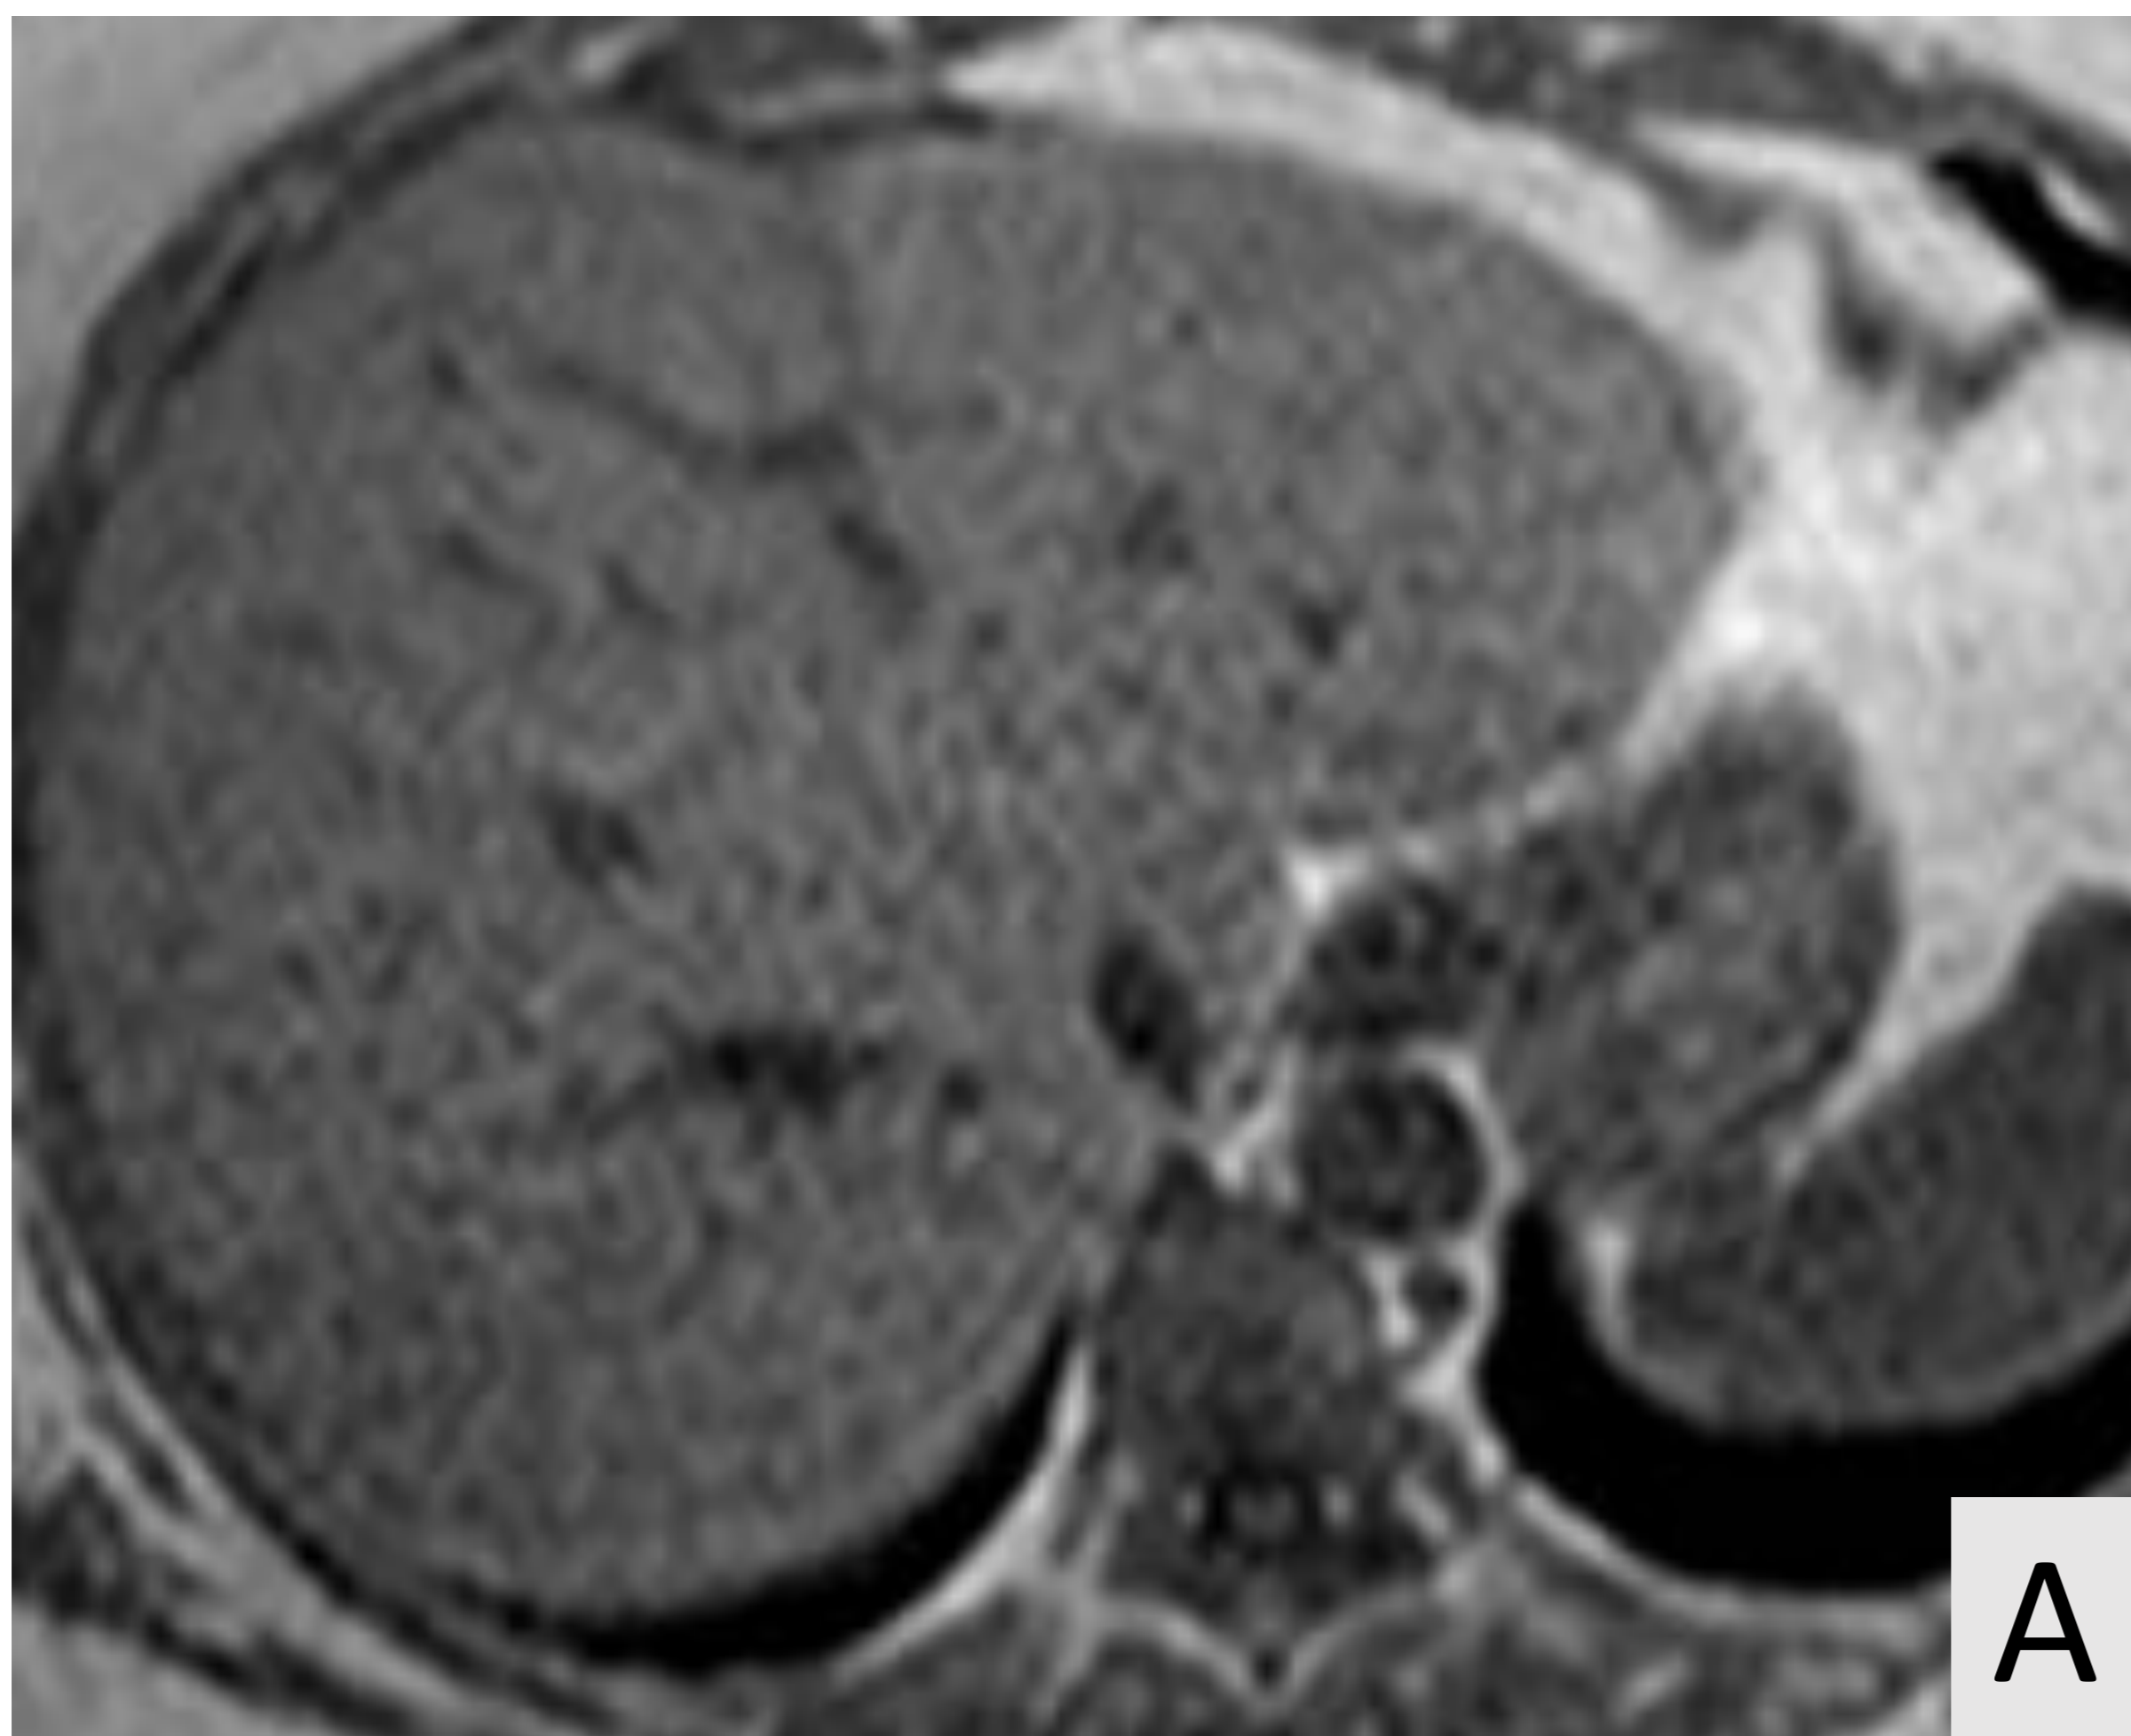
RM de abdomen. Secuencias fase (A) / fase opuesta (B), T2 (C) y fase hepatobiliar (D). LFH en segmento II levemente hiperintensa en T2 e isointensa en T1 con marcada caída de señal en secuencia de fase opuesta. Presentaba un patrón de realce atípico (no mostrado) y es hipointensa en fase hepatobiliar.
